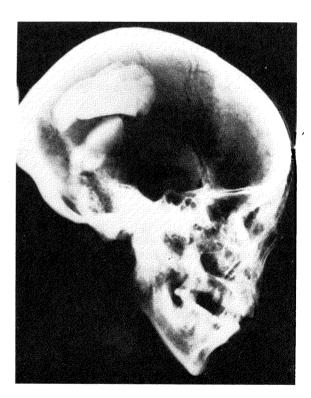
Radiographie de profil du crane B 33 on remarque bien les 2 auras homogènes (résine ?) de la partie occipitale
